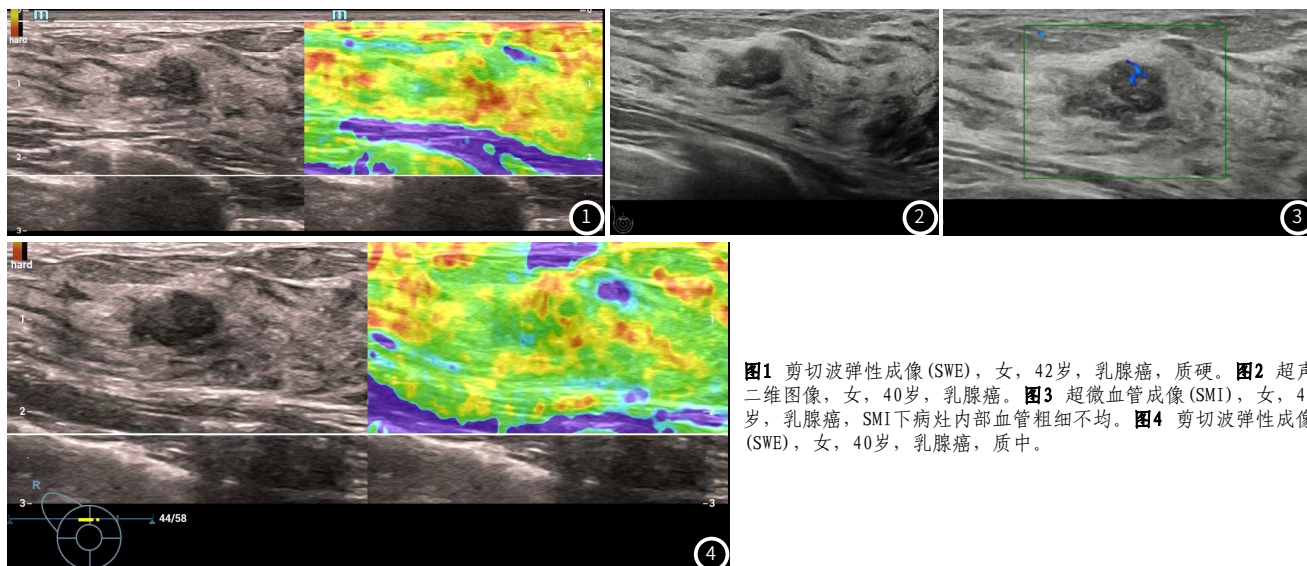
剪切波弹性成像(SWE),女,42岁,乳腺癌,质硬。图2 超声二维图像,女,40岁,乳腺癌。图3 超微血管成像(SMI),女,40岁,乳腺癌,SMI下病灶内部血管粗细不均。图4 剪切波弹性成像(SWE),女,40岁,乳腺癌,质中。
